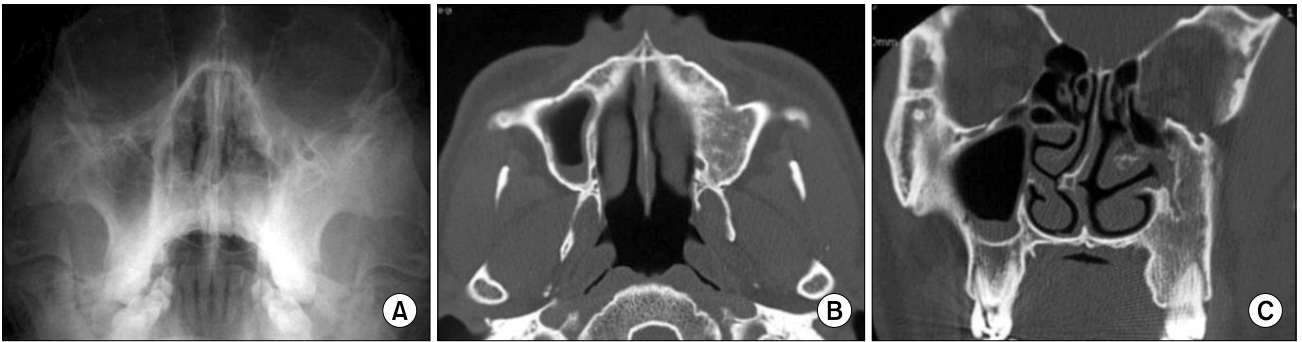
Preoperative radiographic views showing a strong radiopacity in the left maxillary sinus. (A) Waters' view, (B) cross sectional view of computed tomography (CT), (C) coronal view of CT.
